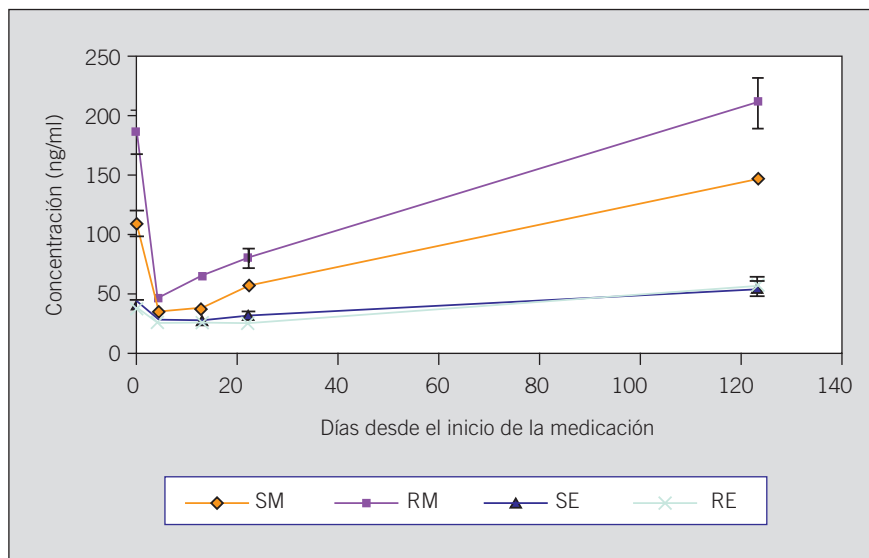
Evolución temporal de las concentraciones plasmáticas de R-metadona (RM), S-metadona (SM), R-EDDP (RE) y S-EDDP (SE): basal (antes de la introducción de la medicación antirretroviral), a los 4 días, a las 2 y 3 semanas y a los 4 meses del inicio del tratamiento con antirretrovirales.
